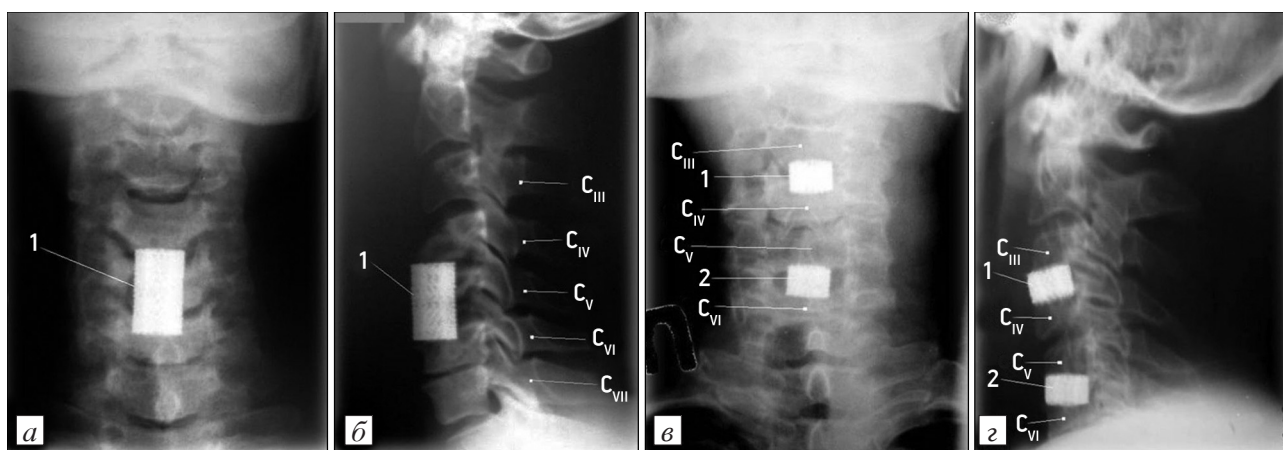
Рентгенография шейного отдела позвоночника после операции в прямой (а, в) и боковой (б, г) проекциях. Спондилодез на одном уровне (а, б) и артродез на 2 уровнях (в, г) с помощью ячеистых NiTi-имплантатов (1, 2)
